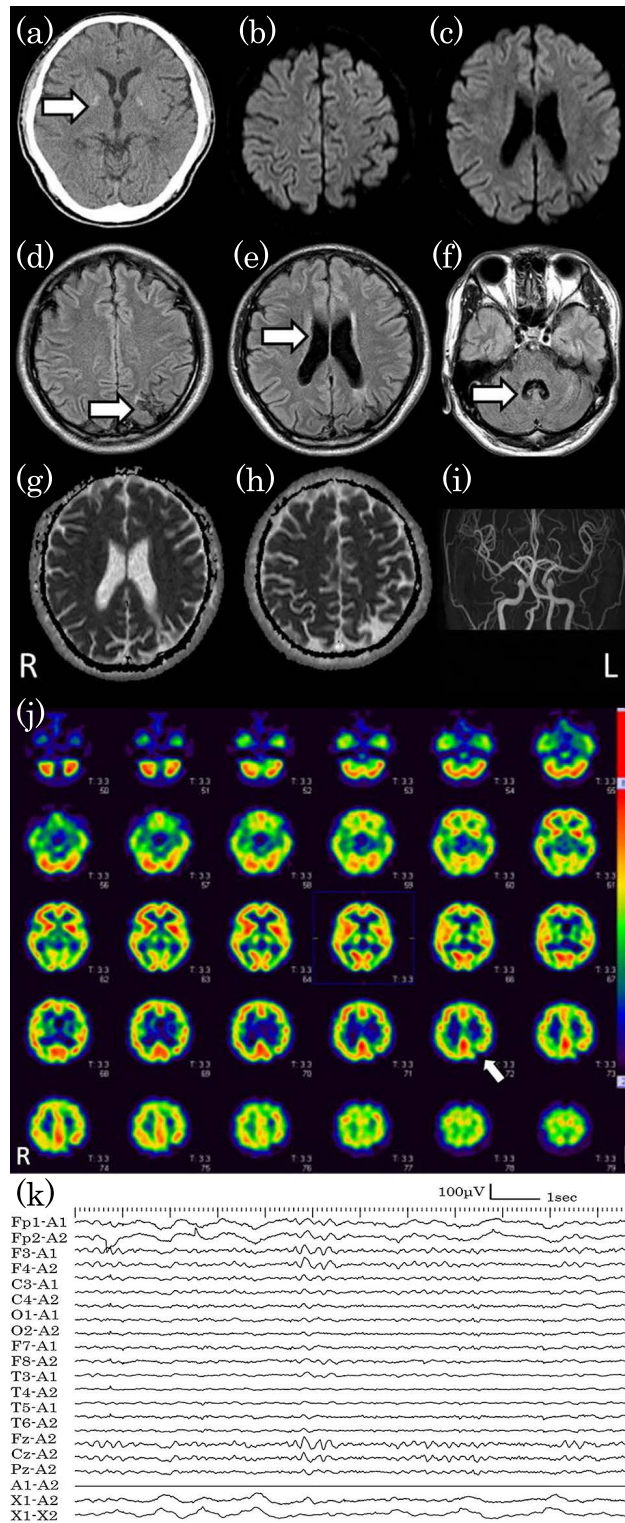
Head CT, brain MRI, SPECT, and electroencephalogram findings.
